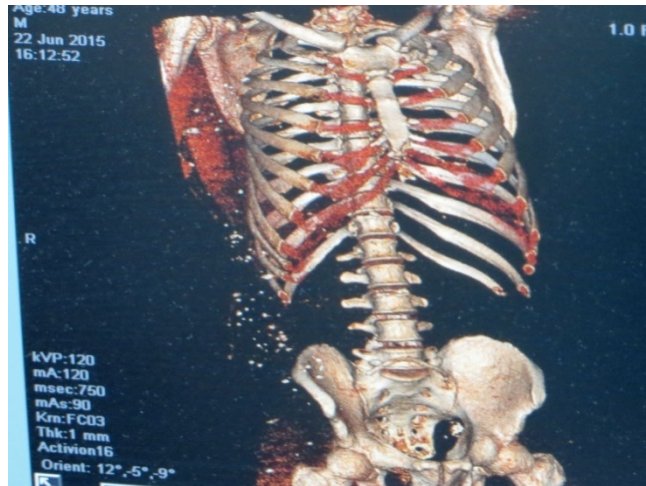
Томограма із 3D-зображенням пораненого М., 48 років, з наявністю безлічі СТ (металевих осколків) м'яких тканин грудної клітки, живота, сідничної області праворуч. 1 доба після поранення
